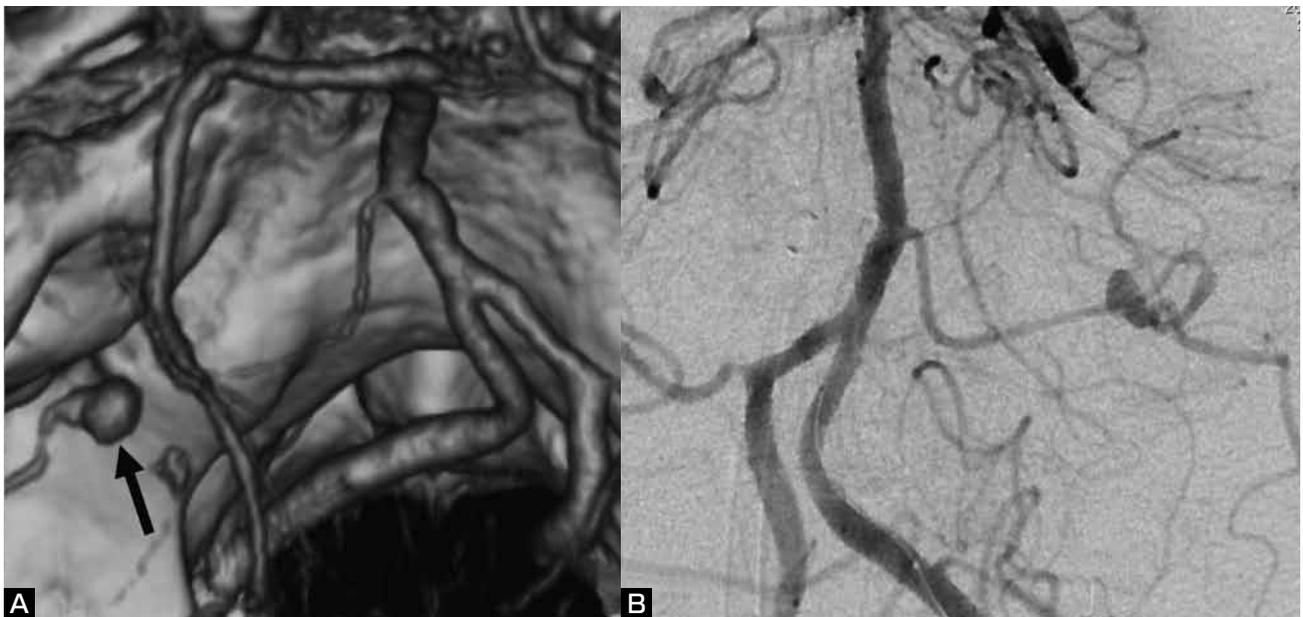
3D-CTA two weeks after the onset shows small enhanced lesion (arrow) at the left cerebellopontine angle cistern (A). Left vertebral angiography shows the left AICA aneurysm distal to the meatal loop and irregularity of the arterial wall proximal to the aneurysm on day 20 (B).
